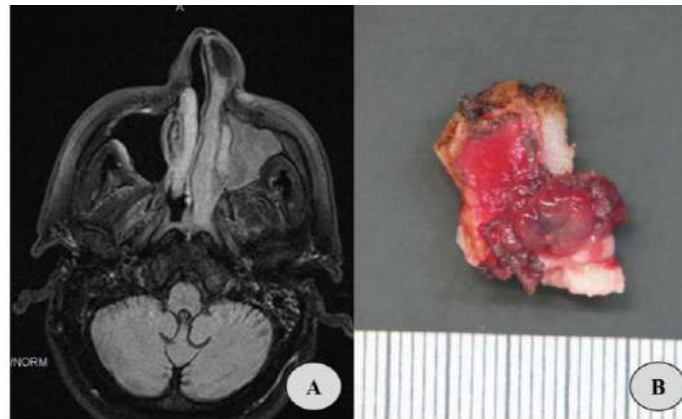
A) RMN nasal y de senos paranasales del primer paciente donde se aprecia una masa hiperintensa en T2 que ocupa la totalidad de la fosa nasal izquierda. B) Foto macroscópica de pieza de resección que incluye suelo de fosa nasal donde se visualiza una mucosa de superficie brillante de coloración rojiza y con cierto aspecto polipode.
